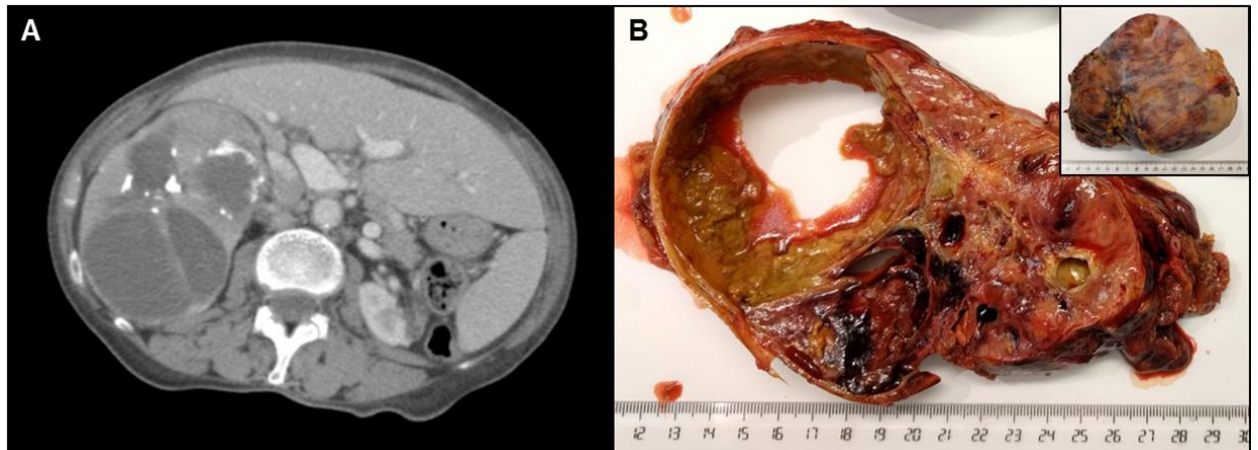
Feocromocitoma. A. Imagen de TAC que muestra corte transversal abdominal de la tumoración en la suprarrenal derecha con un diámetro máximo de 140 mm. B. Sección transversal de la pieza quirúrgica con un diámetro máximo de 160 mm, que muestra múltiples cavidades quísticas con hemorragia y necrosis. La imagen pequeña muestra el aspecto externo de la pieza quirúrgica.
